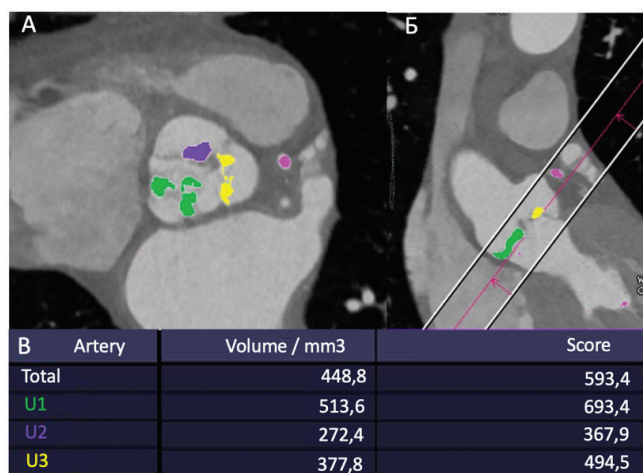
Количественное полуавтоматическое определение кальция на створках АК при МСКТ-ангиографии.
